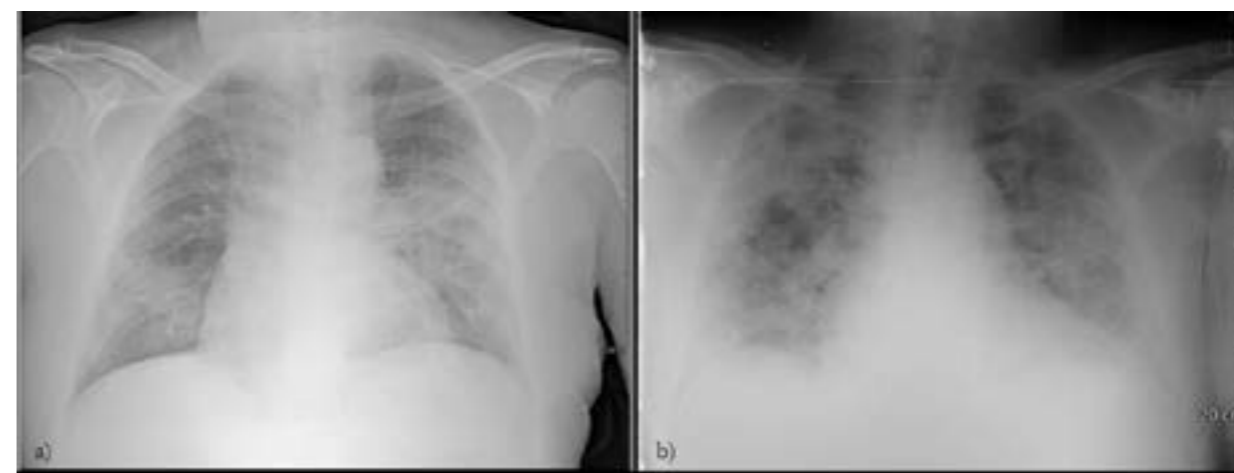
Radiografie del torace in proiezione antero-posteriore (AP) eseguite al letto del paziente.
